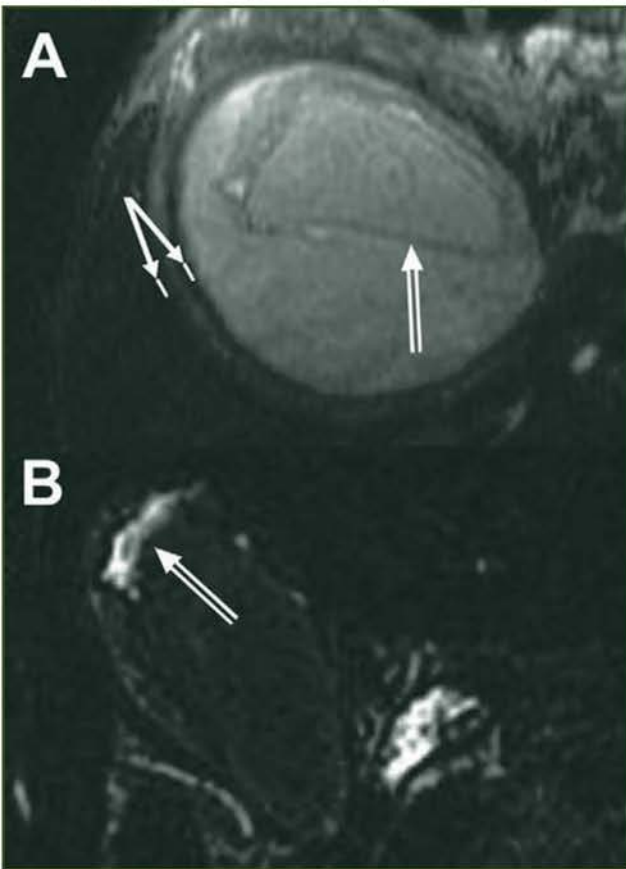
Гострий холецистит, МРТ, потовщення стінки (суцільні стрілки), слиз у порожнині (А, подвійна стрілка), перихолецистит (В, подвійна стрілка) (Yusoff I.F. et al. // Gastroenterol. Clin. N. Am. — 2003. — 32. — P. 1145-1168)
